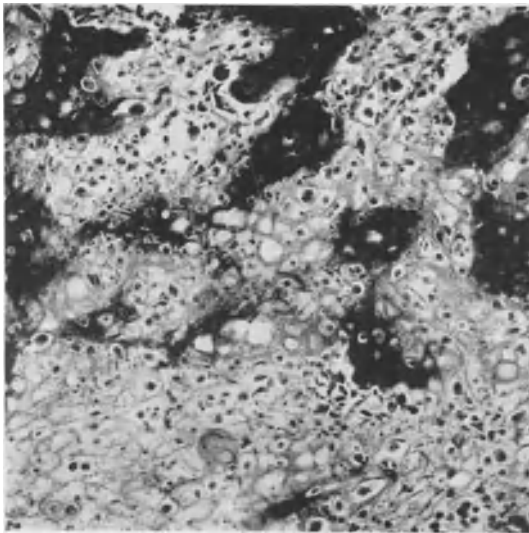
Primäres Myxochondrosarkom. Verkalkungen im Knorpelgeschwulstgewebe. Zugehöriges Röntgenbild Abb. 143.
